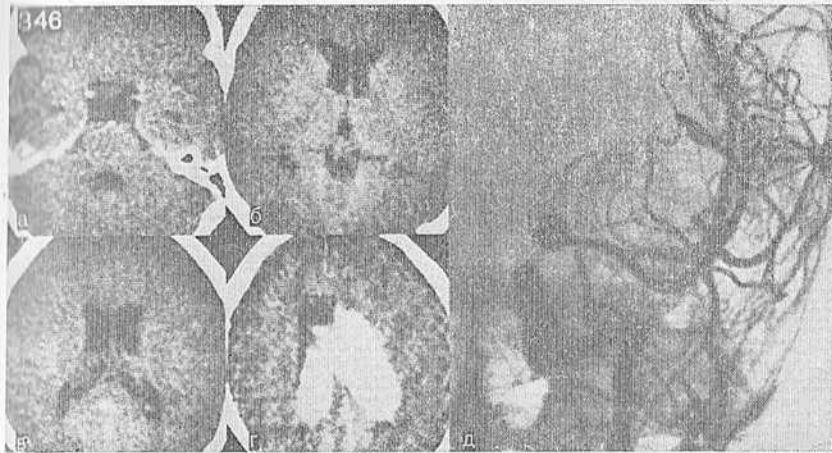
Серия КТ у больной после двух перенесенных субарахноидальных кровоизлияний. Гидроцефальное расширение желудочков (а, б, в). КТ спустя 3 ч после массивного кровоизлияния с тампонадой желудочков (г) и из аневризмы средней мозговой артерии (д) у той же больной.
